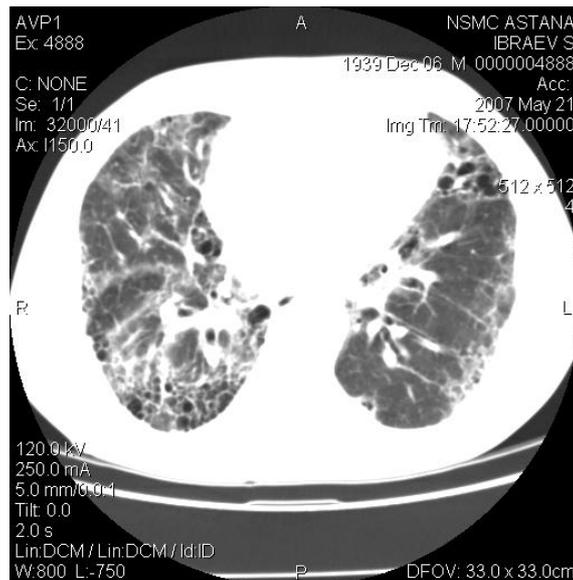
Больной И., 68 лет. КТ-картина «сотого легкого» при идиопатическом легочном фиброзе
